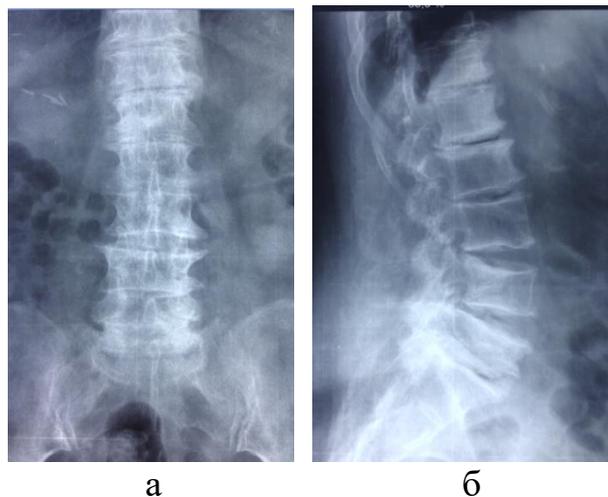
Рентгенограммы поясничного отдела позвоночника при поступлении:
